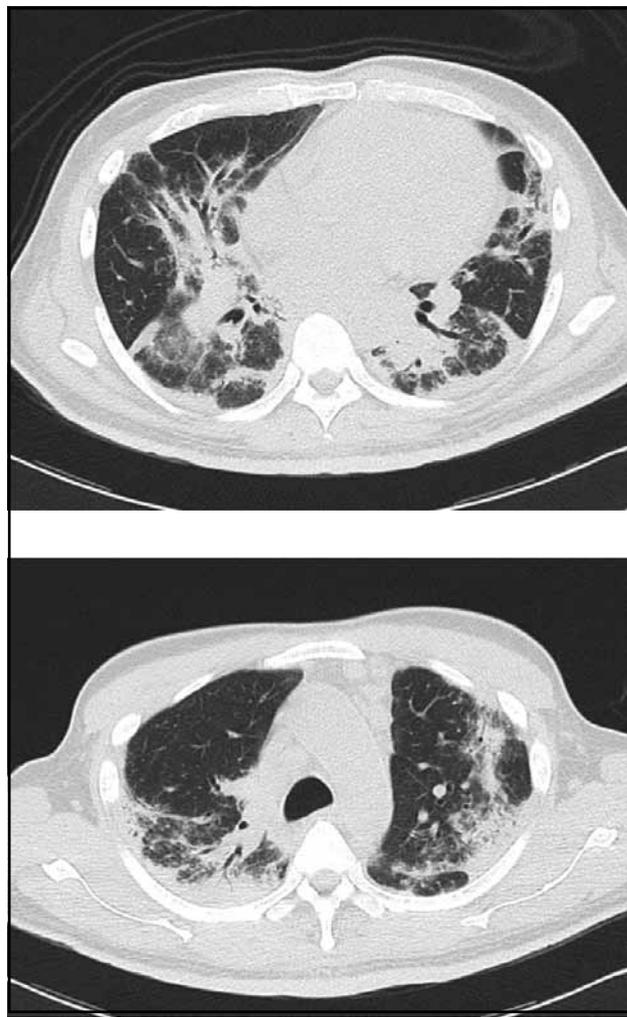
TAC de tórax que muestra infiltrados alveolares de localización periférica en lóbulos superiores e inferiores con broncograma aéreo
